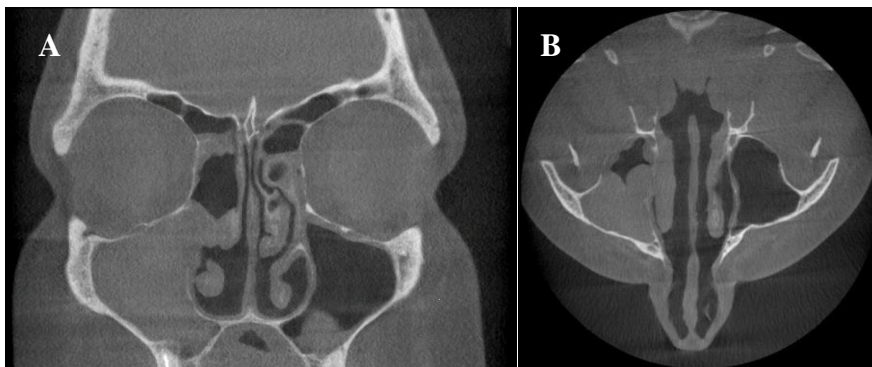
Digitale Volumentomographie des Gesichtsschädels eines 35-jährigen Patienten mit invertierten Papillom der Kieferhöhle rechts (Krouse T3) und Schleimhautverdickungen der Siebbeinzellen. A) Koronare Schicht. B) Axiale Schicht.
